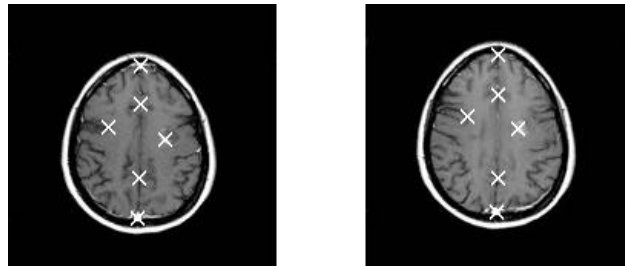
Exemple de points caractéristiques intrinsèques sur un cliché IRM
